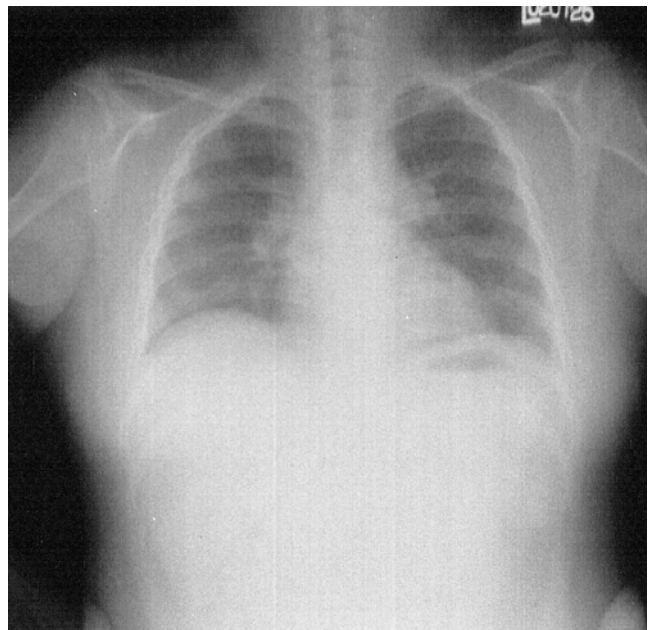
Chest X-ray shows no significant interval change of diffuse ground glass opacity in both lung after two months.
